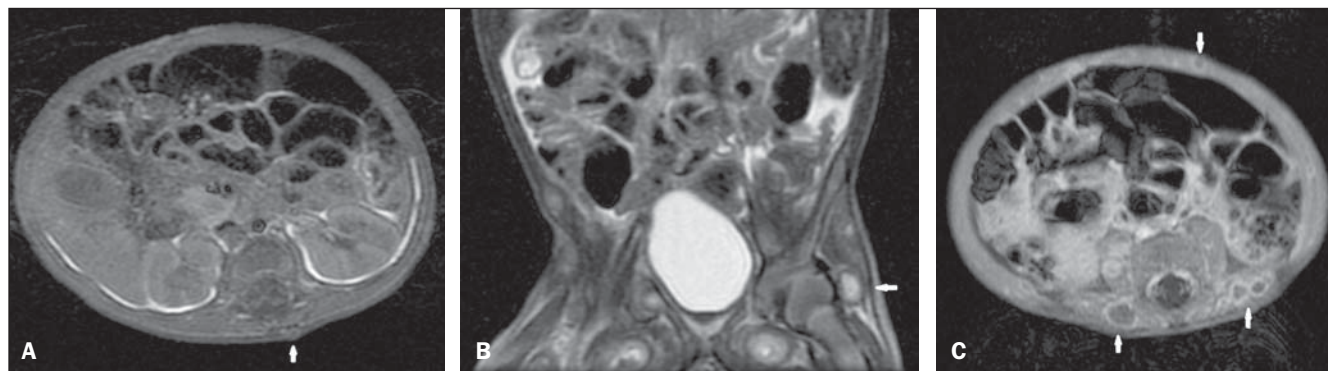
Ressonância magnética. A: Imagem no plano axial T1 evidencia nódulo dorsal que exibe iso/hipossinal. B: Imagem no plano coronal T2 com saturação de gordura mostra nódulo profundo com franco hipersinal. C: Imagem no plano axial ponderada em T1, após a administração do gadolínio, revela realce periférico dos nódulos no subcutâneo.
